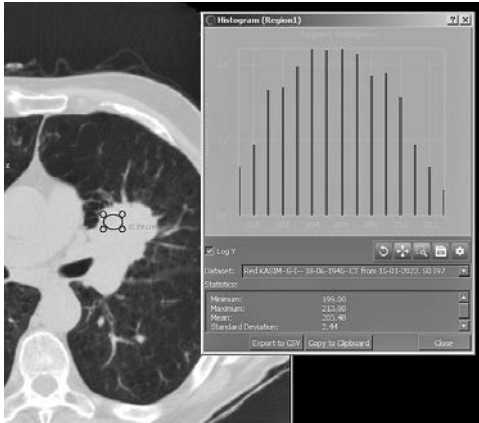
Гістограма аксіального зрізу КТ пацієнта К.
